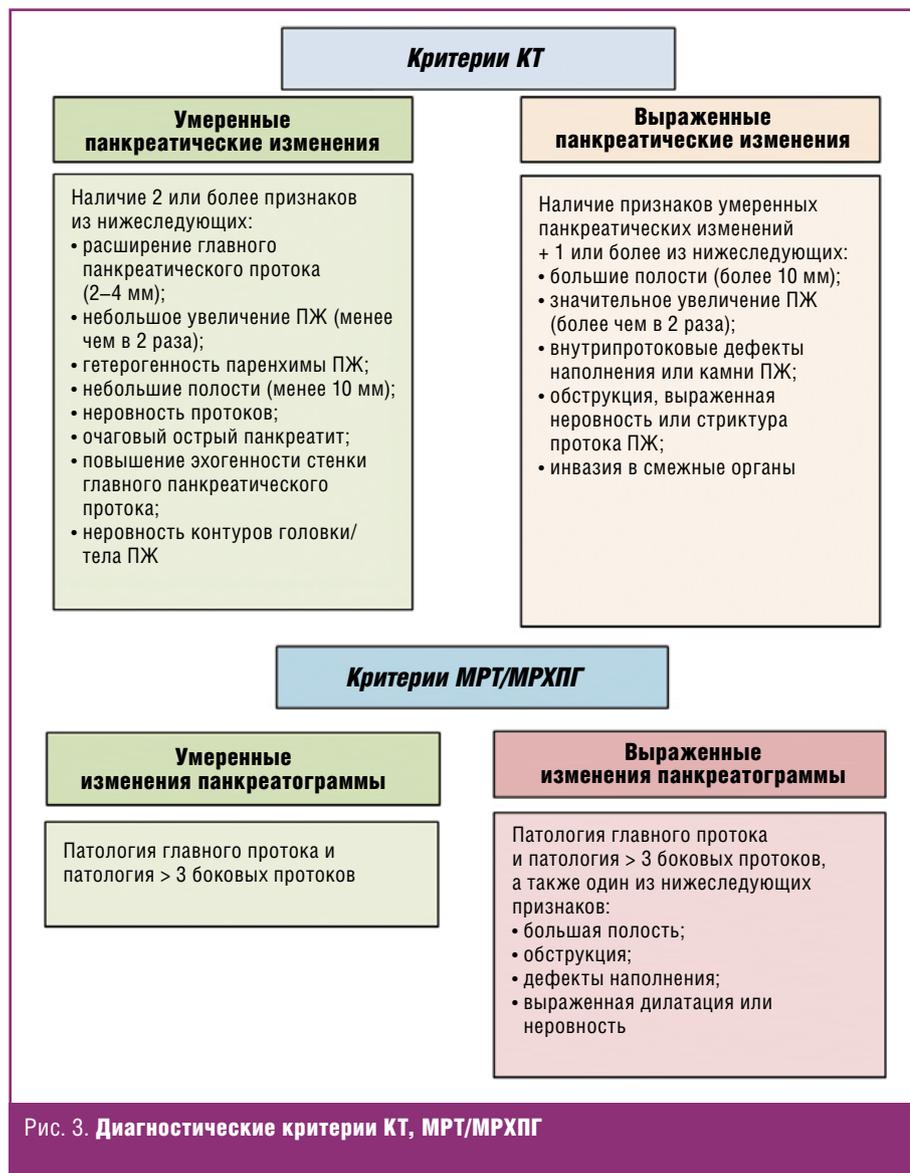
Диагностические критерии КТ, МРТ/МРХПГ
